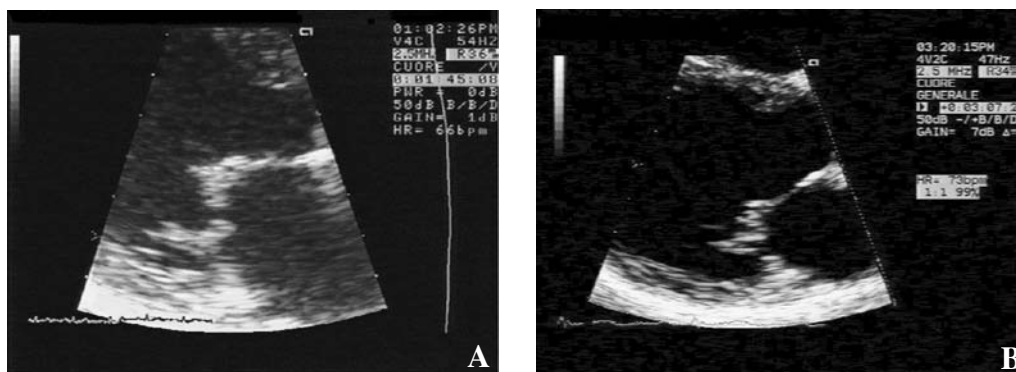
Sezione parasternale asse lungo. A: endocardite di Libman-Sacks con presenza di una vegetazione nella parte centrale del versante ventricolare del lembo anteriore mitralico associata ad ispessimento dei lembi. B: regressione dell'endocardite verrucosa e dell'ispessimento dei lembi.
